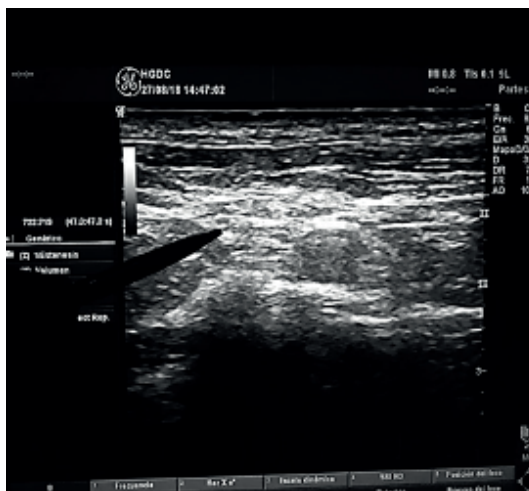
Imagen por ultrasonido del bloqueo interescalénico.
